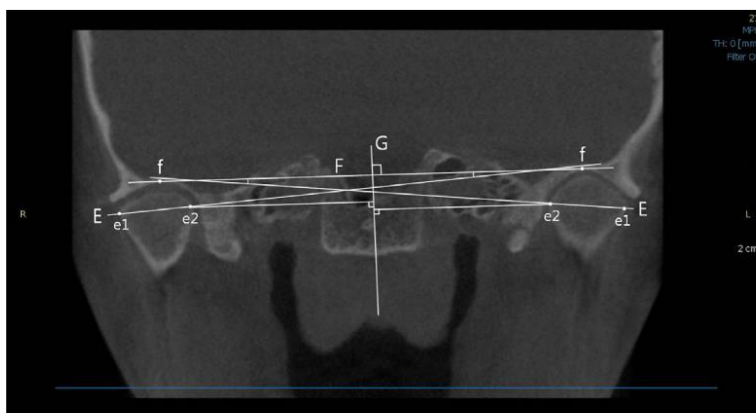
Puntos de referencia y medida de vista coronal en CBCT. Tomado de Choi et al.²²
